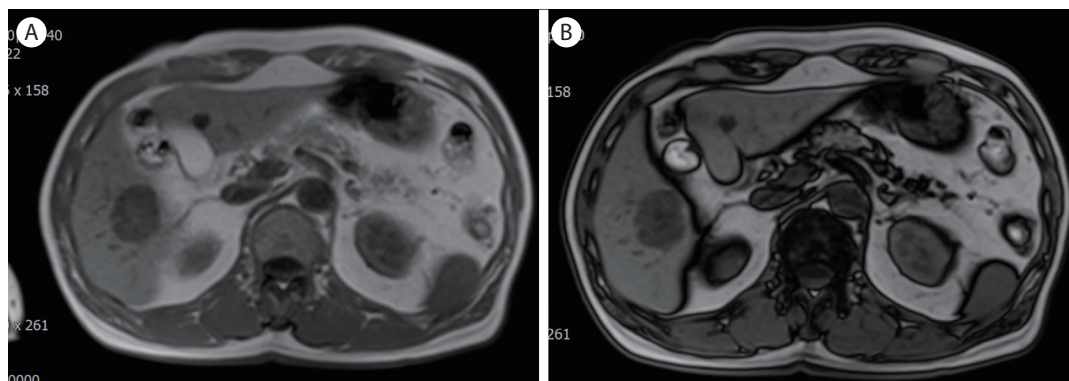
Magnetic resonance image with fat suppression shows no significant signal drop (A, B).
